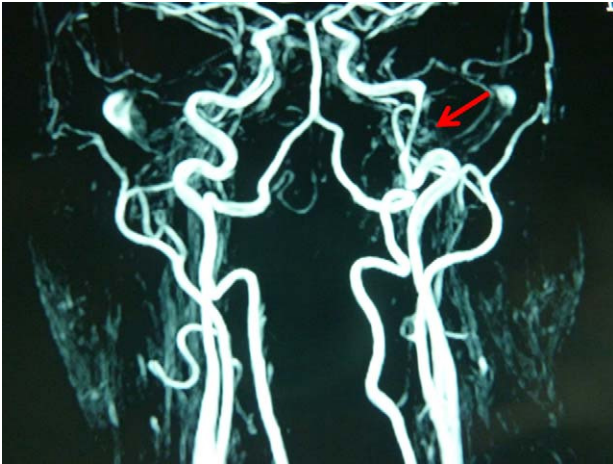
Angioresonancia, que demuestra el estrechamiento de la luz de la carótida izquierda intrapetrosa.
